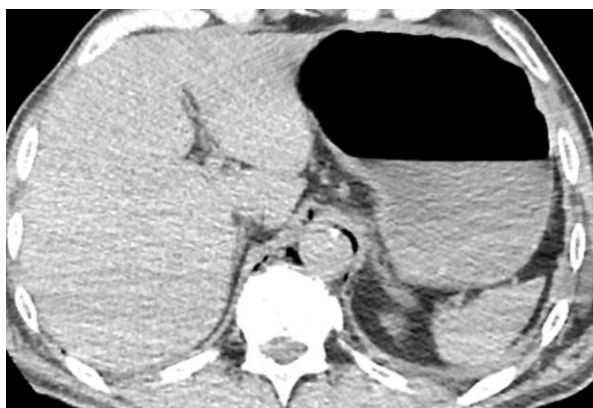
СКТ органов груди у пациента Н. со спонтанным разрывом пищевода. Периаортальное и забрюшинное скопление воздуха
